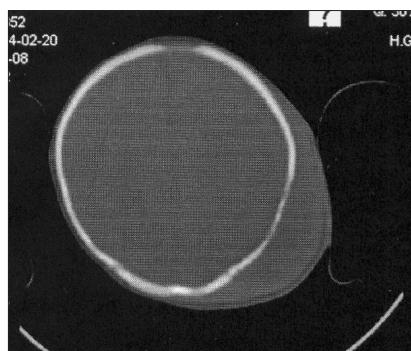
Tomografía craneal: adelgazamiento del diploe craneal adyacente con cambios asociados al hematoma.
